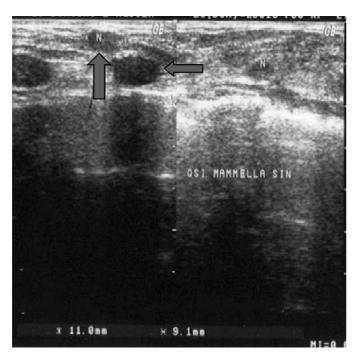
Ecografia di controllo mammella sn., eseguita nel '99. Si evidenziano noduli recidivanti nel QSI dopo il 1º intervento del '96.
